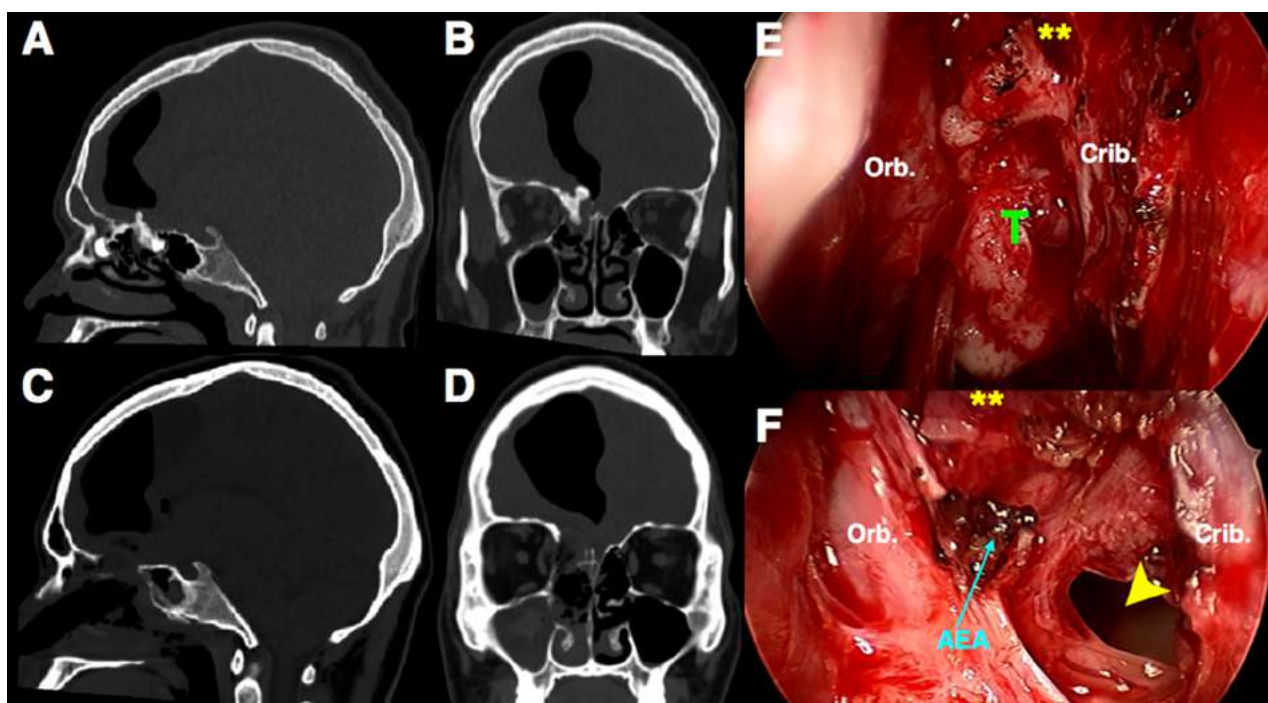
Abordaje Transcriboso. A-B) Muestran las imágenes de TC preoperatorias en las que se evidencia una lesión de densidad prácticamente idéntica al tejido óseo (osteoma etmoidal), asociada a una gran cavidad pneumoencefálica. C-D) Imágenes en TC postoperatorias que objetivan la resección tumoral junto con la vertiente derecha de la lámina cribosa del etmoides. E) Imágenes intraoperatorias en la que se observa la formación tumoral (T) que impide la visualización completa de la fovea etmoidal, la que se extiende desde el cono orbitario (Orb.) hasta la lámina cribosa (crib.). F) En la imagen inferior se observa la exéresis completa de la lesión con el defecto (flecha) consiguiendo que nos conduzca al interior de la cavidad pneumoencefálica objetivada en los estudios preoperatorios. Se aprecian la arteria etmoidal anterior coagulada (AEA) y el receso frontal ()
